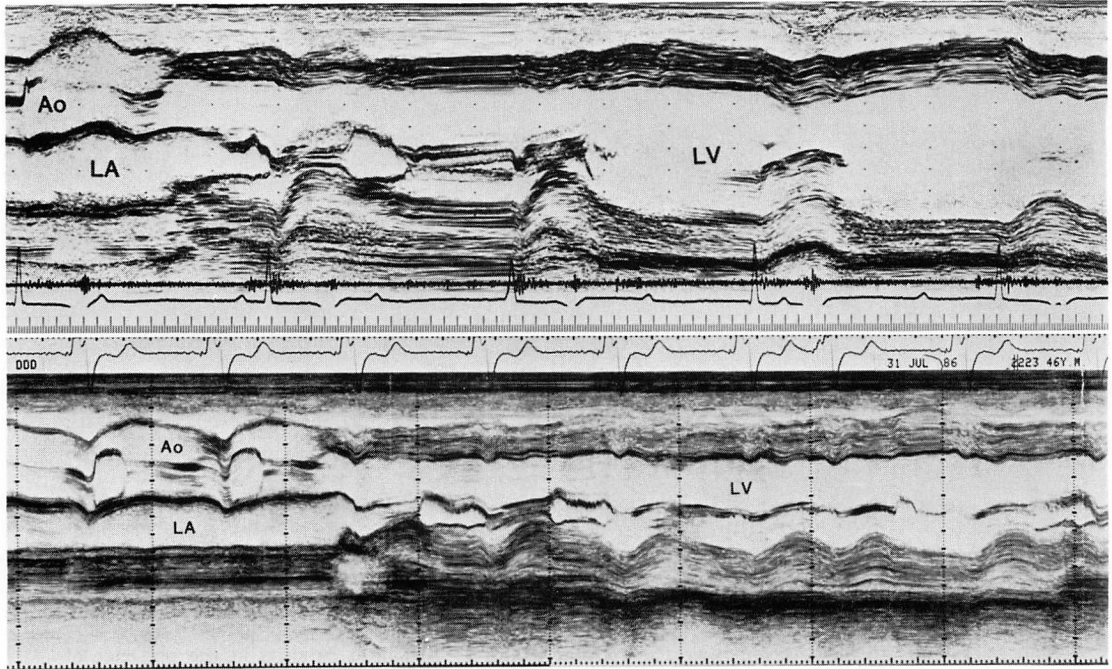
M-mode echocardiograms in a 46-year-old man with Fabry's disease before (top) and after (bottom) pacemaker implantation.
